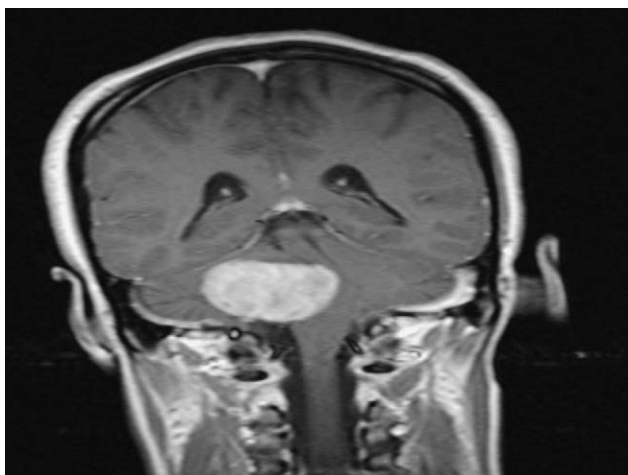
Resonancia magnética con gadolinio que muestra un intenso reforzamiento de la neoplasia con el medio de contraste.
